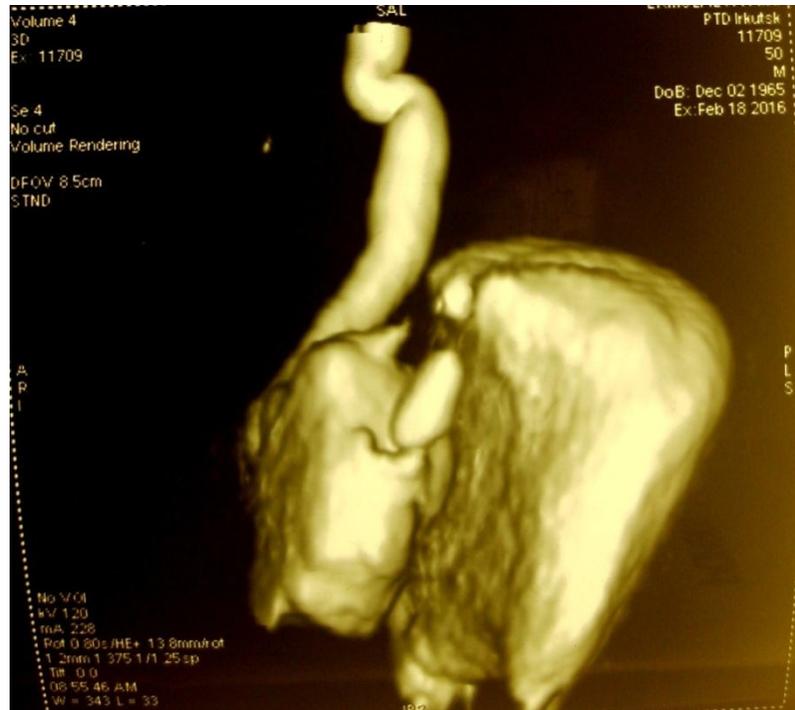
Нисходящая МСКТ цистограмма, 3D моделирование больной Е. – микроцист, пузырно-вагинальный свищ
